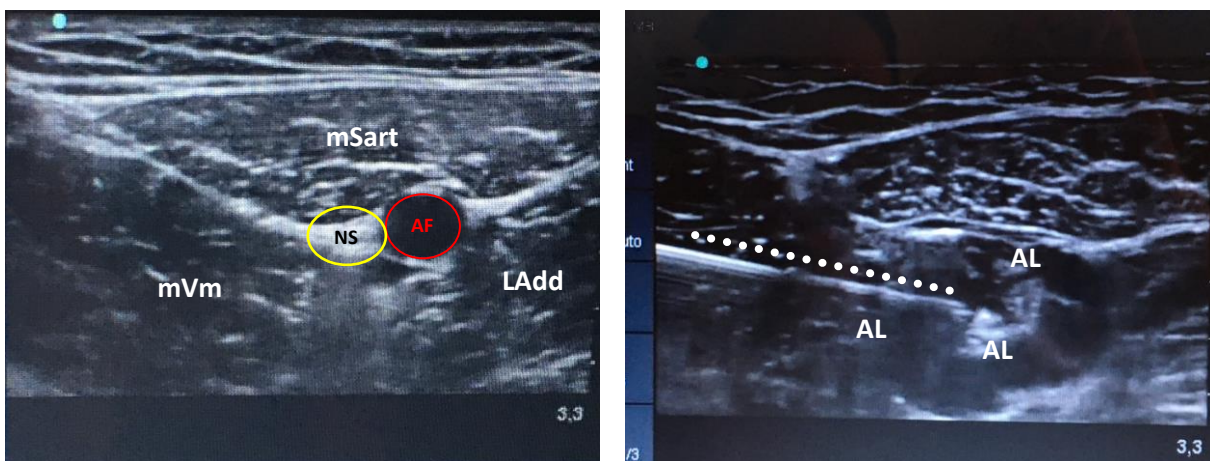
Images échographiques d'un bloc au canal des adducteurs. mSart : muscle sartorius, mVm : muscle vaste médial, LAdd : muscle long adducteur, NS : nerf saphène, AF : artère fémorale superficielle, AL : solution d'anesthésique local, --- : aiguille (iconographie personnelle).
